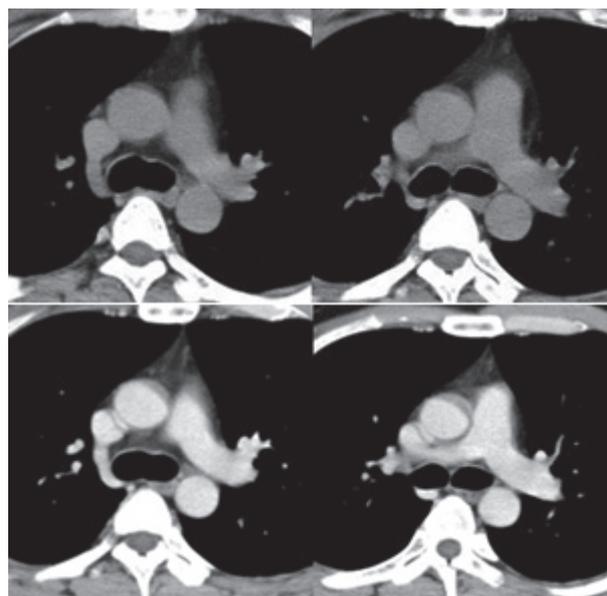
体幹部 CT (上段 単純・下段 造影)
